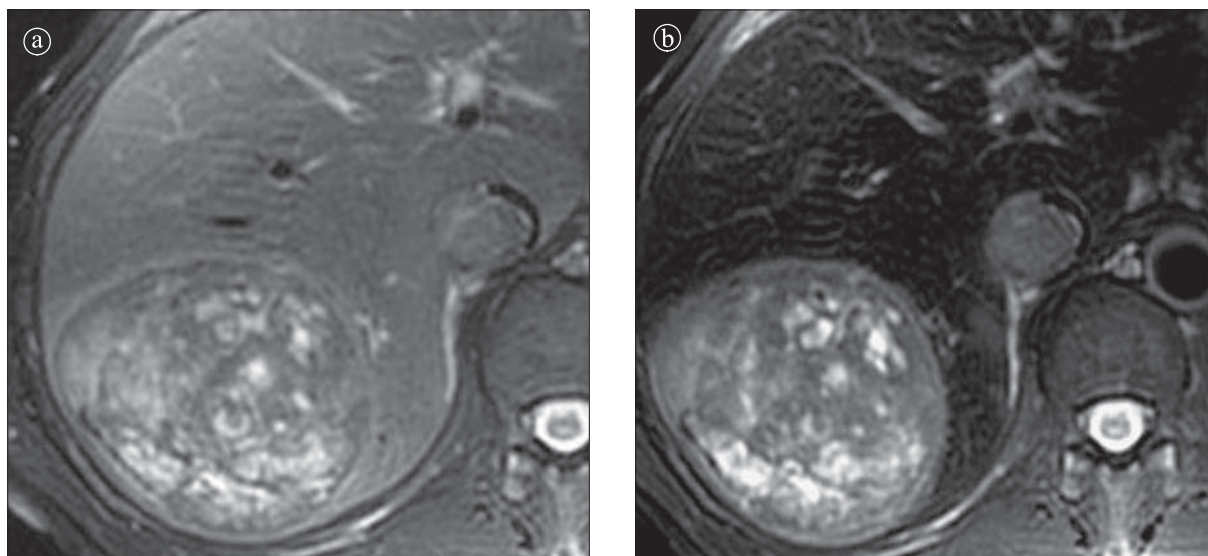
Hepatocarcinom. Secțiune axială IRM T2 FSE, pre (a) și postcontrast (b) SPIO. Formațiune cu semnal heterogen predominant hipersemnal, bine delimitată. Tromb tumoral în vena cavă inferioară.
